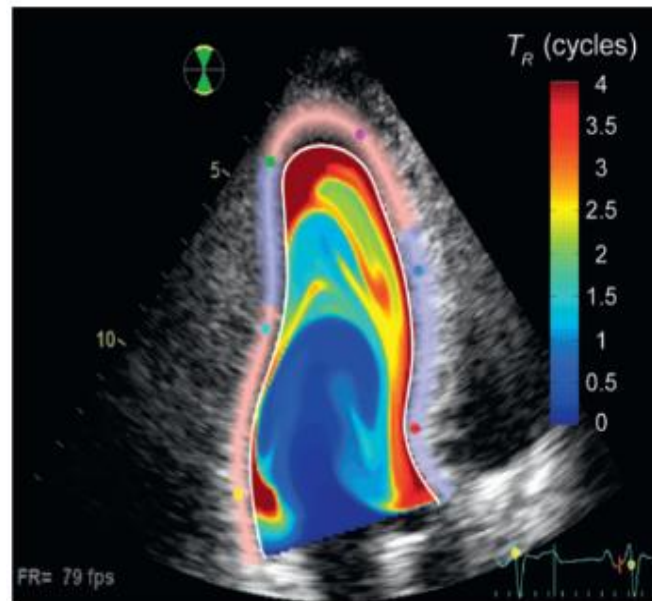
Mapa del tiempo de residencia de la sangre en el interior del VI, obtenido en el plano apical 3 cámaras a partir de velocimetría por Doppler color. El código de colores representa el número de ciclos cardiacos que cada partícula de sangre permanece en el interior del ventrículo (en azul se representa la sangre que acaba de entrar en el VI, y en rojo oscuro las regiones de estasis con sangre retenida durante al menos 4 ciclos cardiacos).
